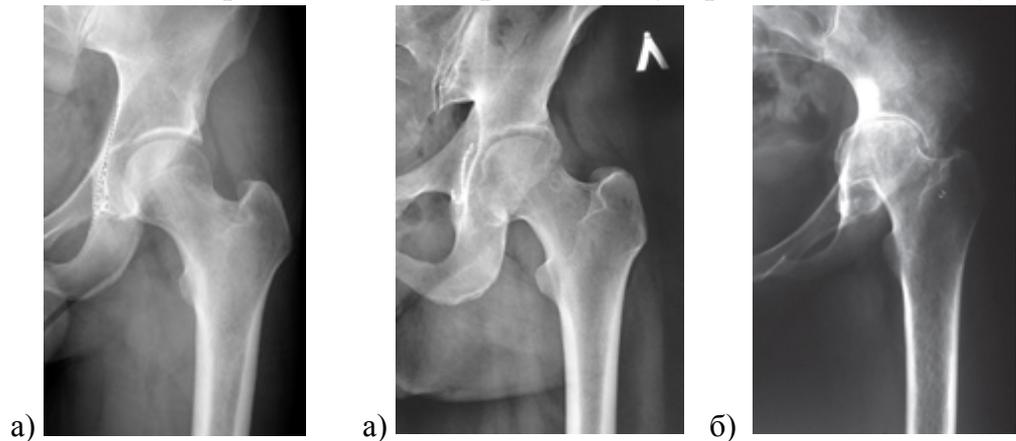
Отношение головки бедренной кости к линии Кёлера на обзорной рентгенограмме таза: а) в норме линия Кёлера является дном вертлужной впадины, а головка бедренной кости находится кнаружи, но не более, чем на 10 мм б) coxa profunda – дно вертлужной впадины находится медиальнее линии Кёлера, но головка не заходит за эту линию; в) protrusio acetabuli – головка и дно вертлужной впадины находятся медиальнее линии Кёлера
